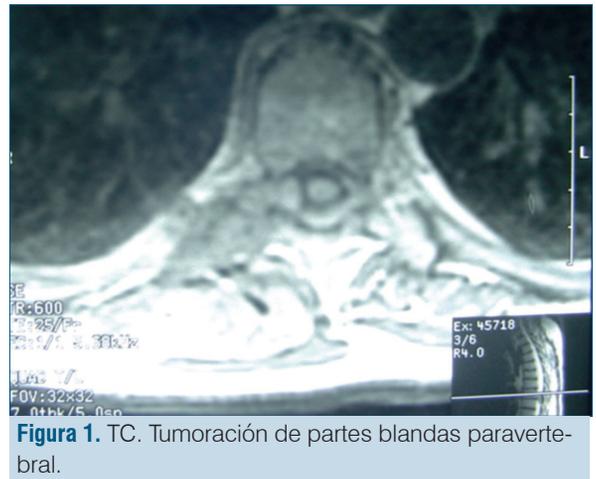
TC. Tumoración de partes blandas paravertebral.
